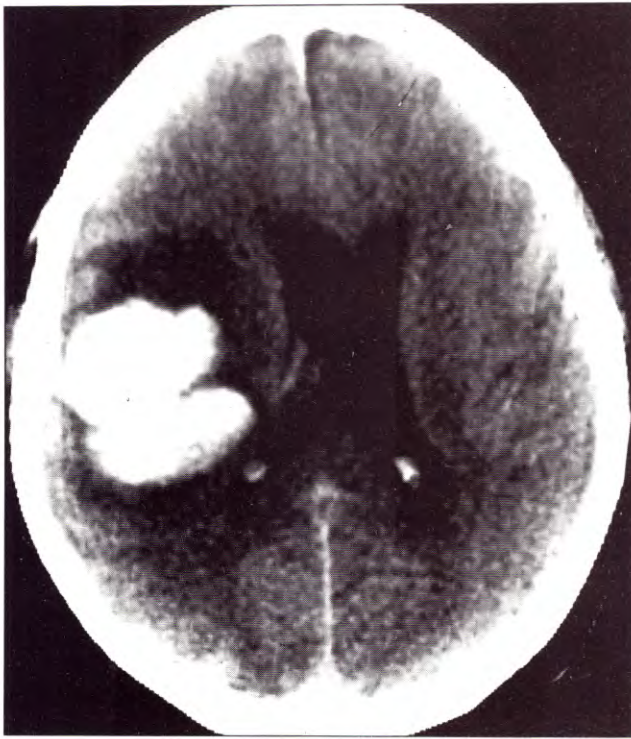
TAC de cerebro. Hematoma córtico-subcortical parietal derecho con edema perilesional y efecto de masa.
